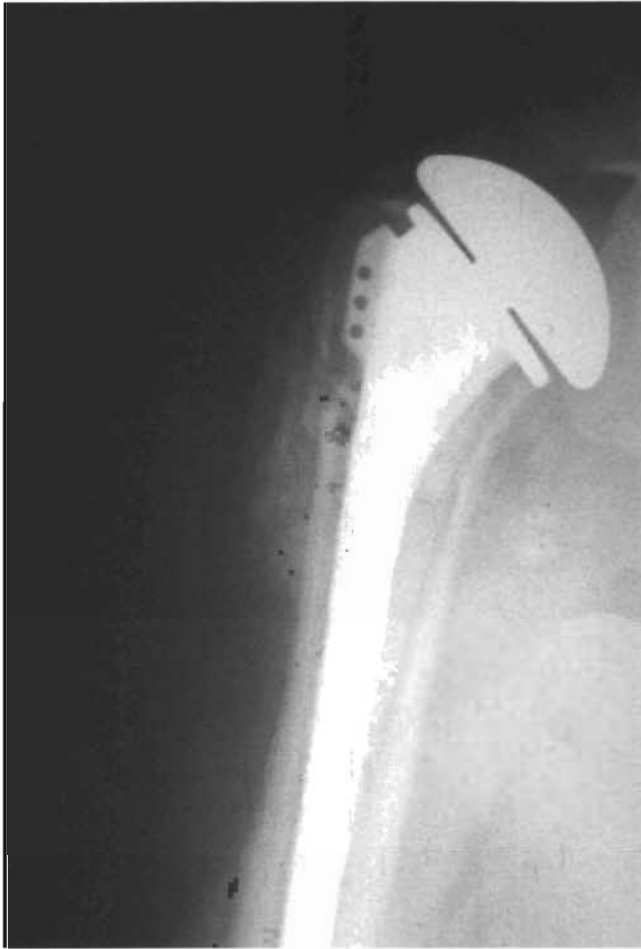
Paciente que sufrió una fractura de cuatro fragmento del húmero proximal, que fue tratada mediante hemiartróplasia de hombro. A los 12 meses de la operación se observan calcificaciones heterotópicas en la radiografía AP. A pesar de ellas, el paciente tenía buena movilidad, siendo el resultado funcional excelente.
